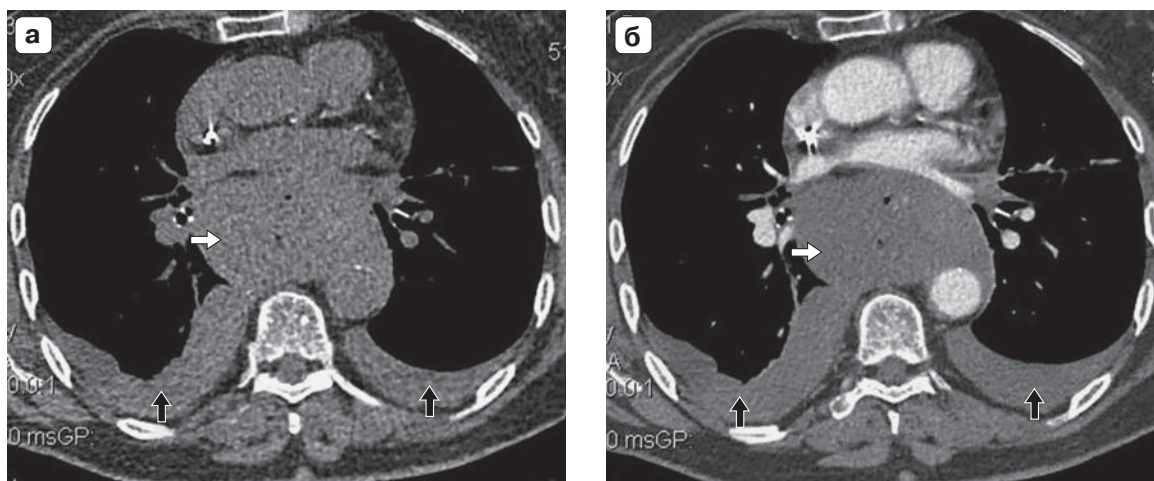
КТ грудной клетки, аксиальные срезы. а – нативное исследование; б – с болюсным КУ (артериальная фаза). Спонтанная гематома грудного отдела пищевода (белая стрелка), двусторонний гемоторакс (черные стрелки).
